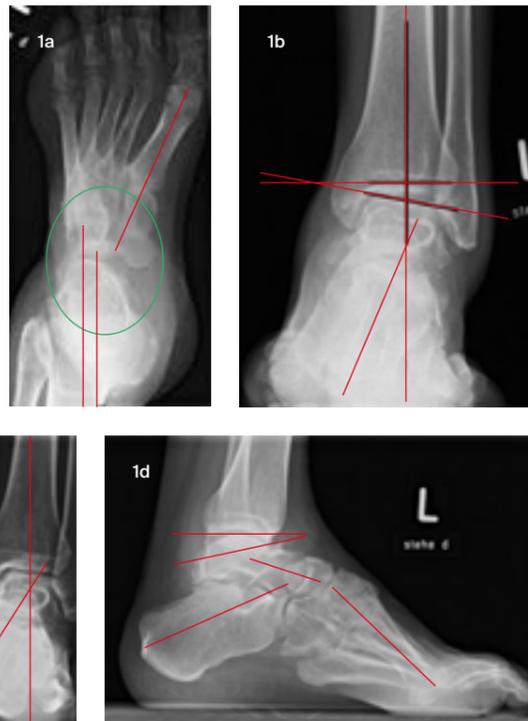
Standardisierte konventionelle Röntgenaufnahmen zur Diagnostik des Pes cavo-varus
